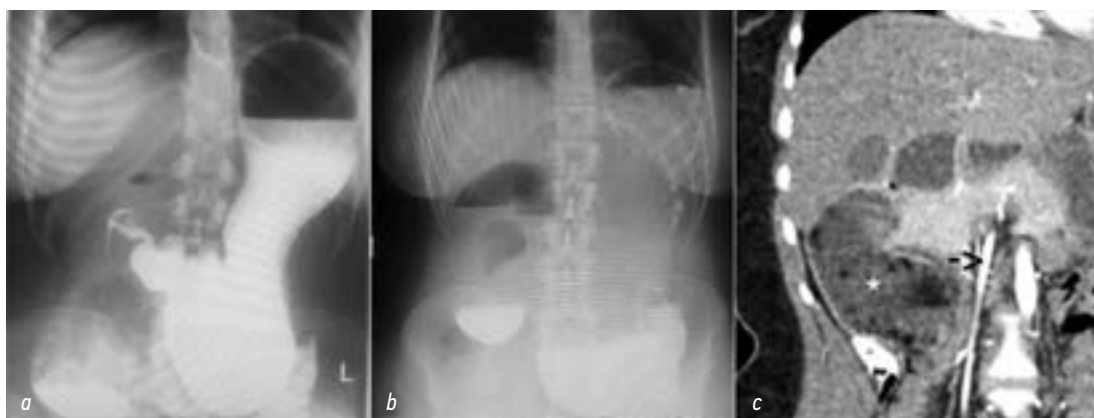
Исследования желудка и двенадцатиперстной кишки: *a* — рентгеноскопическое с контрастированием бариевой взвесью; *b* — обзорное рентгеноскопическое через 1 ч после исследования; *c* — компьютерная томография органов брюшной полости, отмечается резко расширенная двенадцатиперстная кишка (отмечена звездочкой) справа от верхней брыжеечной артерии (стрелка)
